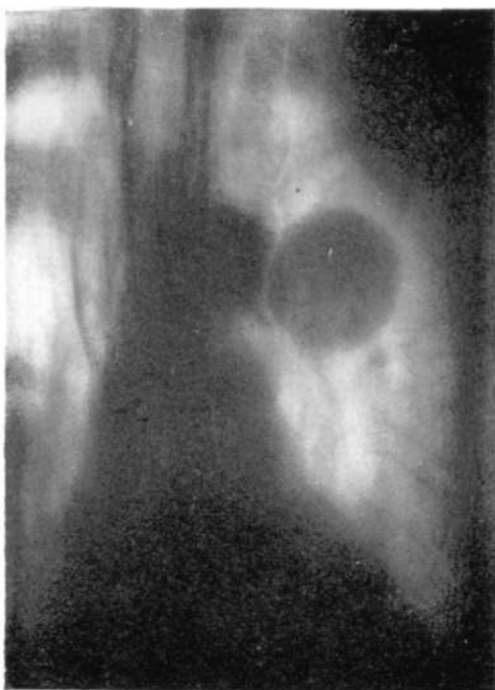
То же наблюдение. Томограмма в условиях пневмомедиастинума.
